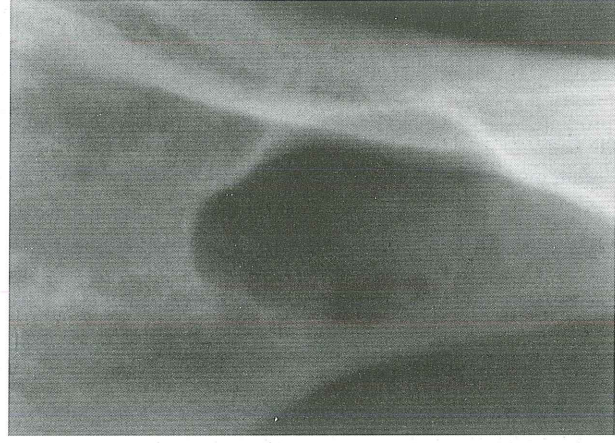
Hastanın panoramik radyografisi.
